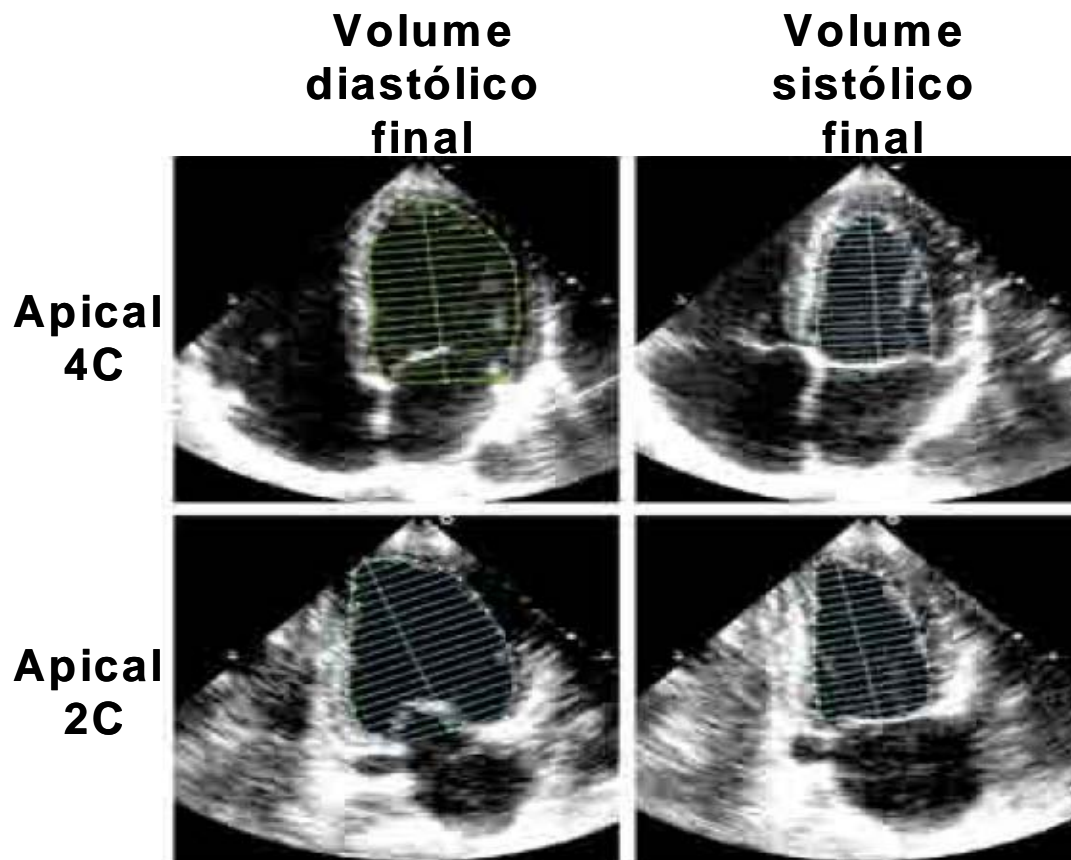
Avaliação da função sistólica do VE pelo método de Simpson modificado. A fração de ejeção do VE pode ser estimada pela ecocardiografia bidimensional analisando-se os volumes diastólico e sistólico finais a partir de janelas apicais em quatro e duas câmaras, dividindo-se a cavidade em “discos” justapostos. O somatório dos volumes de cada disco revela o volume em cada fase do ciclo cardíaco e permite o cálculo da FE como: $(\text{volume diastólico final} - \text{volume sistólico final}) / \text{volume diastólico final} \times 100$.
